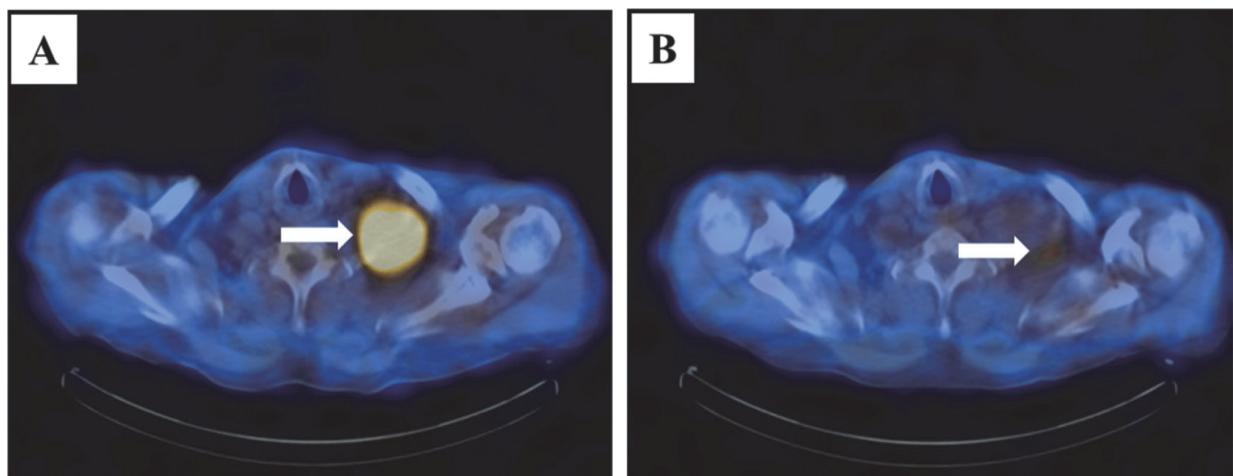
FDG-PET/CT shows FDG uptake in the left subclavicular lymph node.
